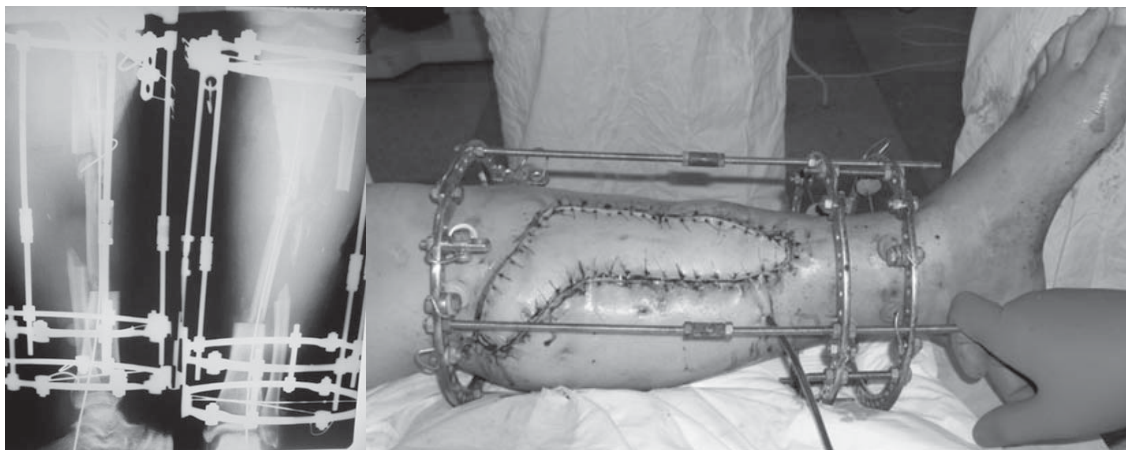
Рентгенограми і зовнішній вигляд гомілки після операції
